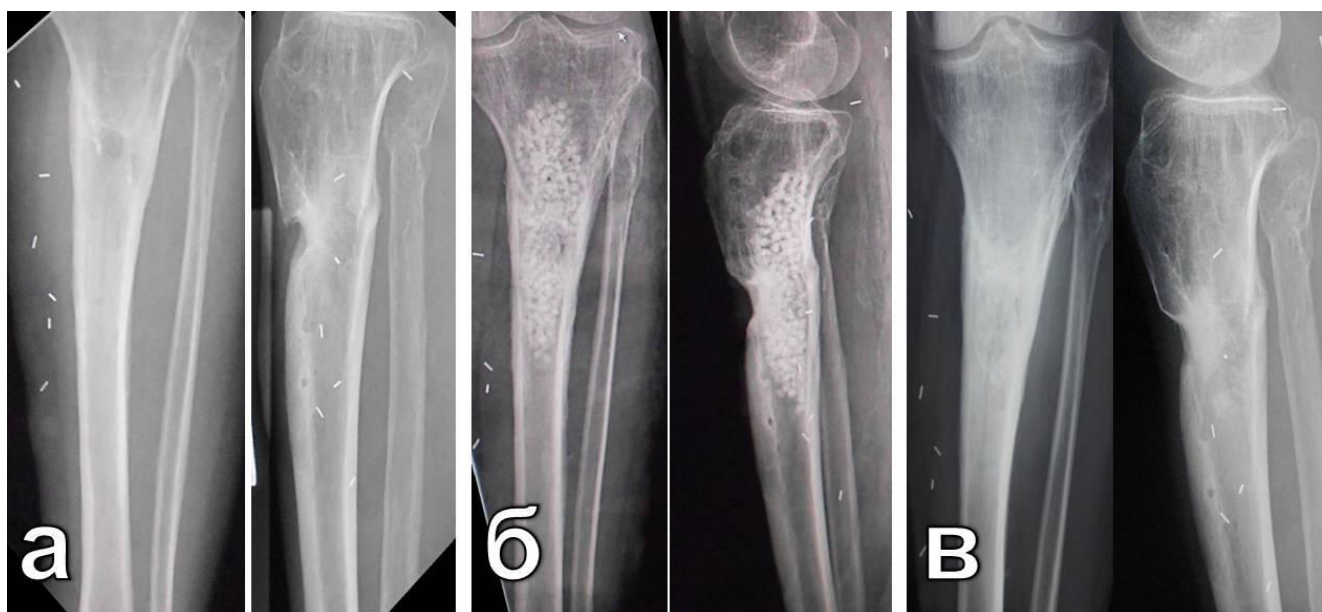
Фоторентгенограммы пациента П., страдающего хроническим посттравматическим остеомиелитом верхней трети левой большеберцовой кости: а – до операции; б – после одноэтапного лечения с замещением костного дефекта материалом на основе сульфата кальция с тобрамицином; в – через 11 месяцев после операции
